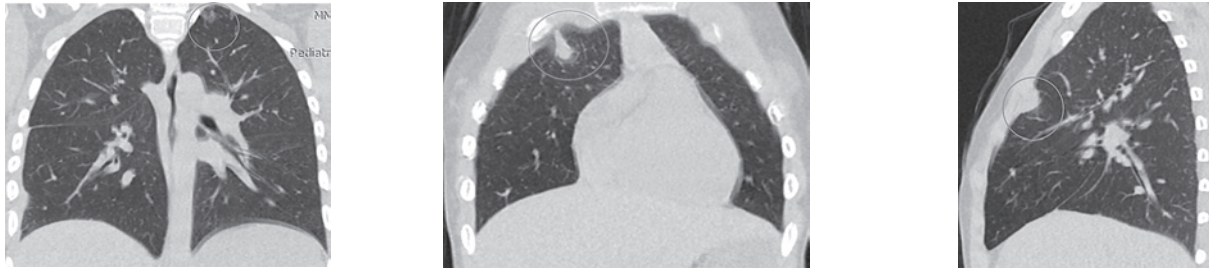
КТ ОГК через 4 месяца лечения
